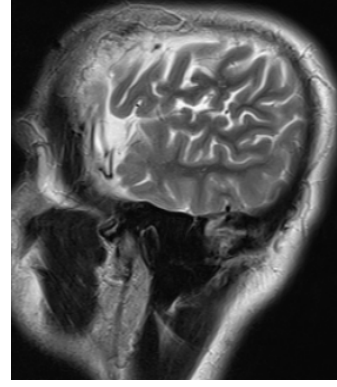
Şekil j: Postop 3yıl sonra MRG
